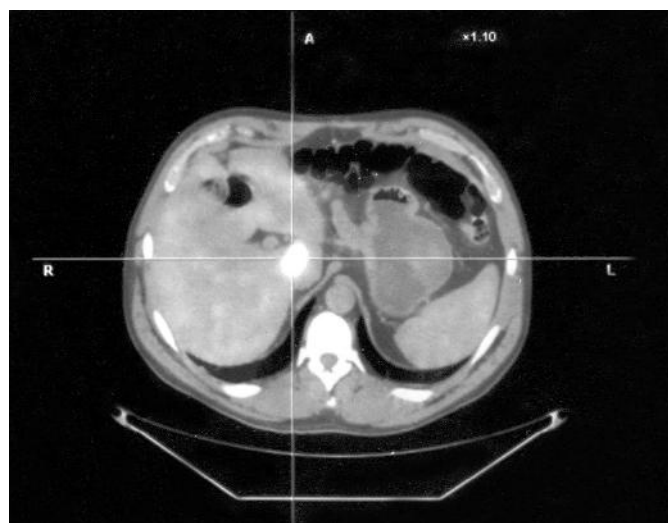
Immagine PET/TC di metastasi del I segmento epatico.
